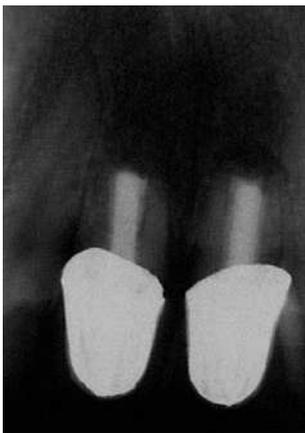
La radiografía periapical muestra la situación crítica de los dientes 11 y 21.
